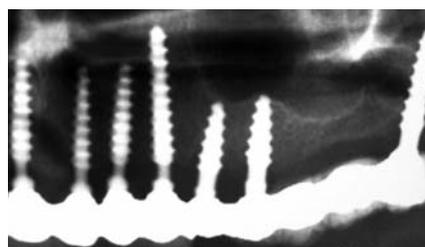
Trotz Übermodellation kein Knochenrückgang (Röntgenaufnahme zu Abb. 8 und 9). – Abb. 11: Zirkonoxidkeramik bei lateralen Modellationen.
